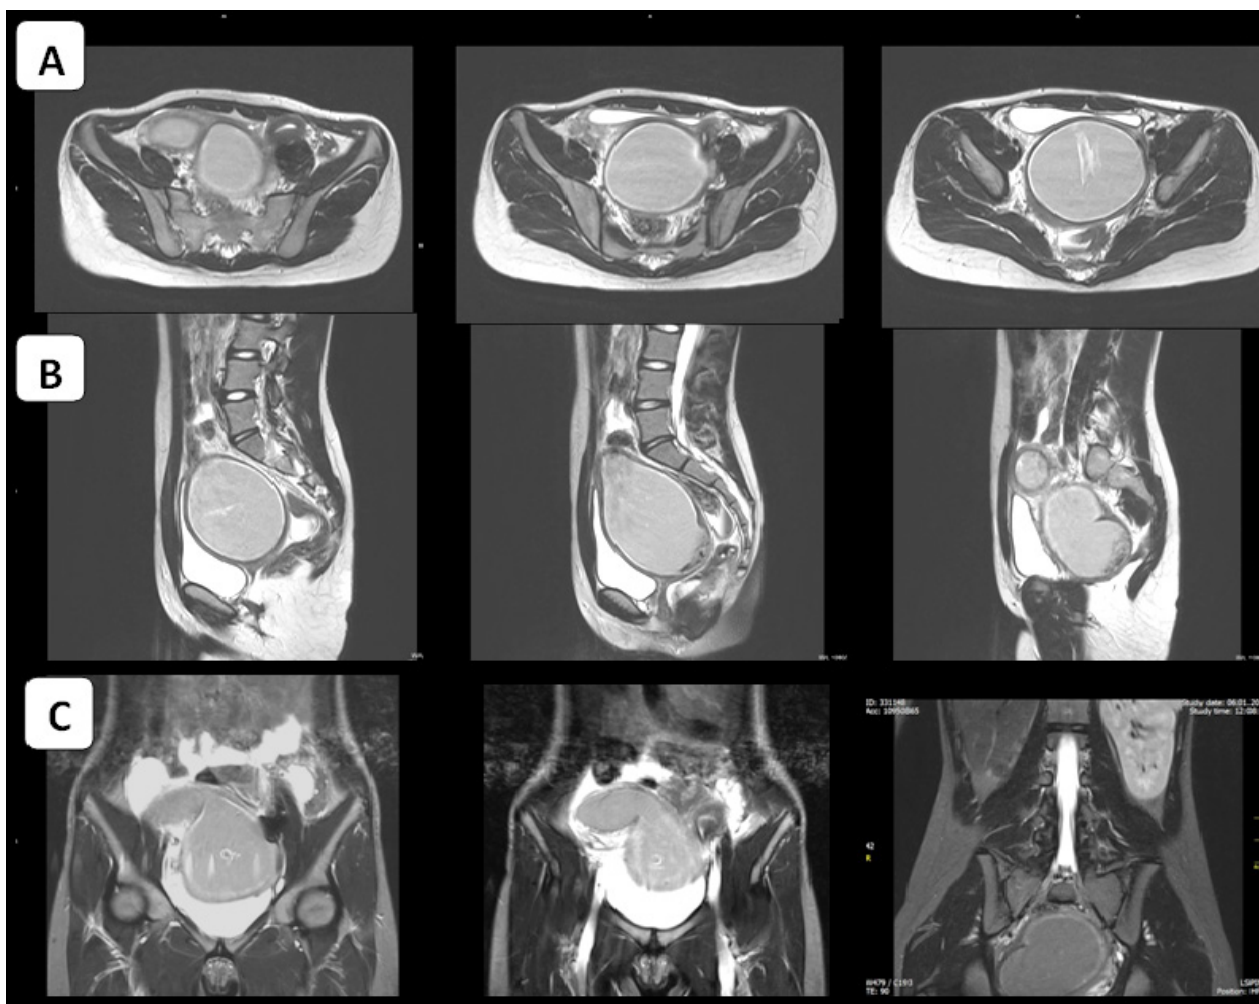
IRM a cavității bazinului mic. Secvența T2WI TSE ponderată în plan axial prezintă uterul didelfic (2 cavități uterine separate); hematocolposul drept cu conținut hemoragic, poziționat posterior de vezica urinară și uterul stâng normal dezvoltat (A); secvența T2WI ponderată în plan sagital prezintă dilatarea excesivă hemiuterului și vaginului, cu semne de compresie a vezicii urinare, sept vaginal obstructiv (B); secvența T2WI și T1WI ponderate în plan coronal demonstrează uterul didelfic cu hemivagin obstructiv pe dreapta, hemiuterul stâng normal dezvoltat, agenezia rinichiului ipsilateral pe dreapta și hipertrofie compensatorie a rinichiului stâng (C).
